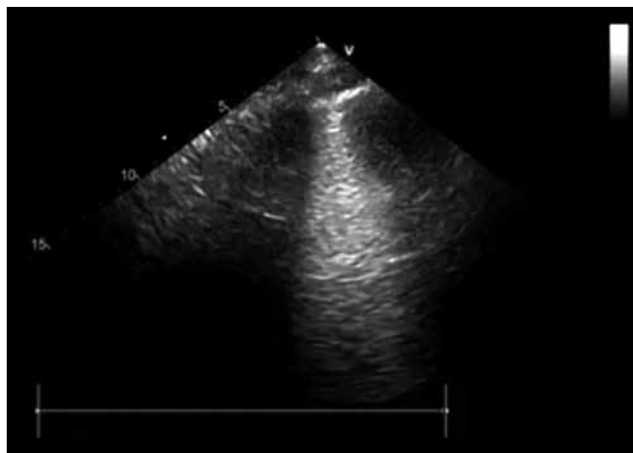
УЗИ. Фрагмент «белого легкого» — консолидации
